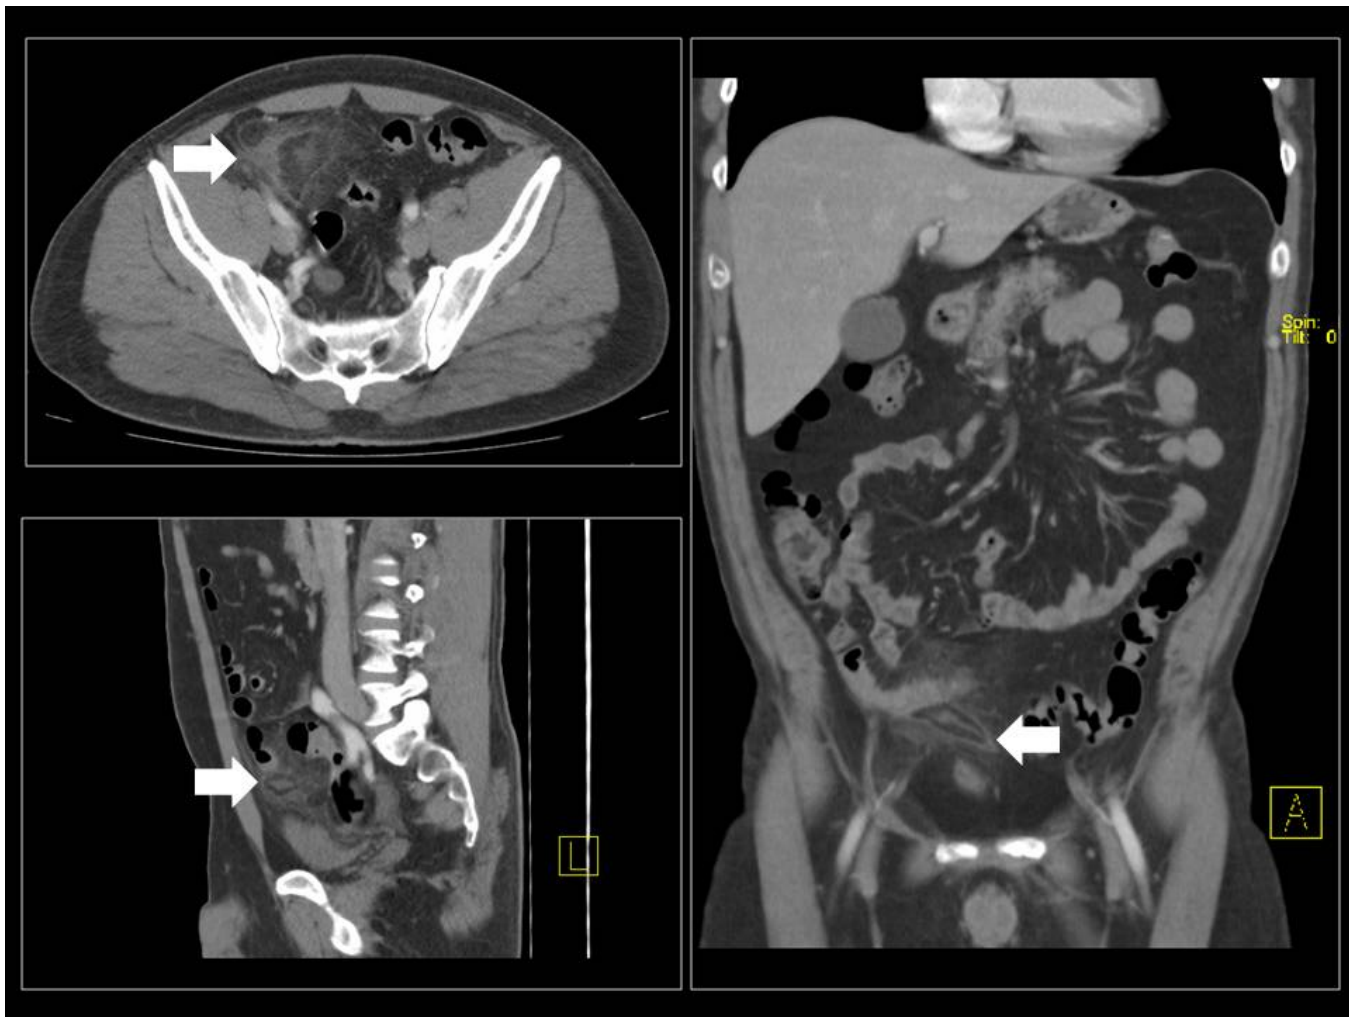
APENDAGITIS EPIPLOICA. TC con contraste intravenoso en los tres planos que muestra masa epiploica inflamada (flecha blanca), con un anillo de hiperatenuación que representa el revestimiento peritoneal con alta atenuación que representa vasos centrales trombosados o áreas centrales de hemorragia.
